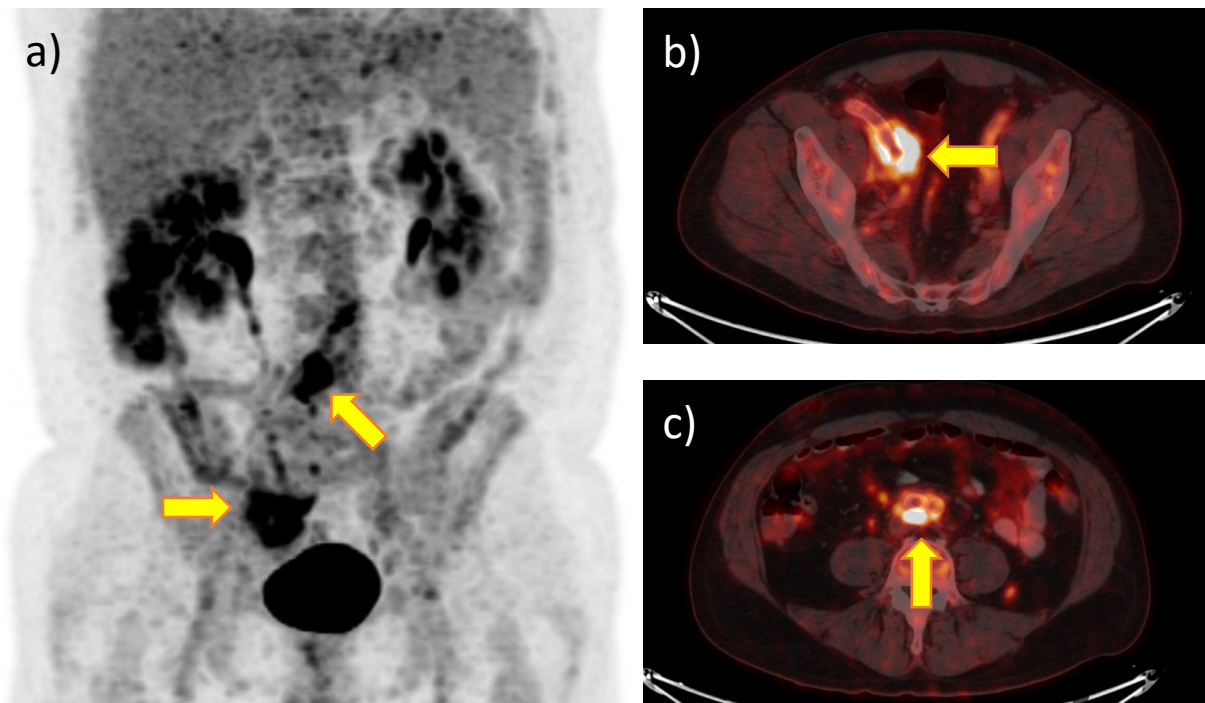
Infekce stentgraftu na FDG PET/CT: a) typický fokální hypermetabolický infiltrát v oblasti SG (šipka), b) PET/CT obraz infiltrátu (horizontální šipka) a reaktivní uzlina (vertikální šipka), c) infiltrát v CT obraze (šipka)
